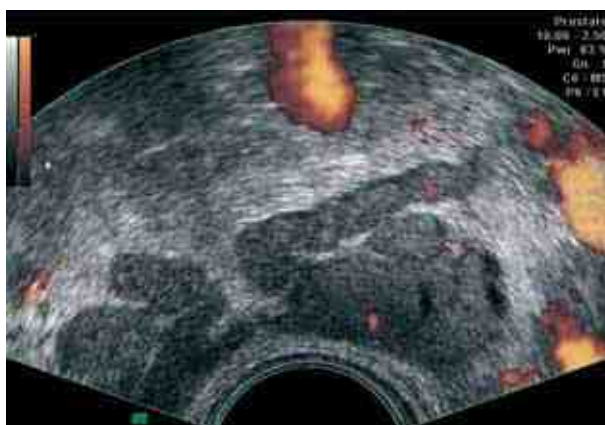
ТРУЗИ при хроническом везикулите. Усиления сосудистого рисунка не наблюдается. Энергетическая доплерограмма
